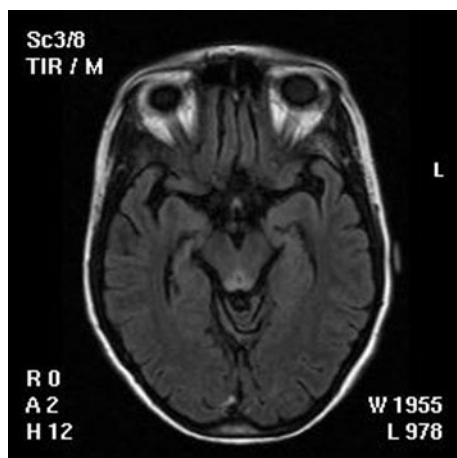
Secuencia FLAIR axial. Intensidad periacueductal y de la lámina cuadrigémina.
